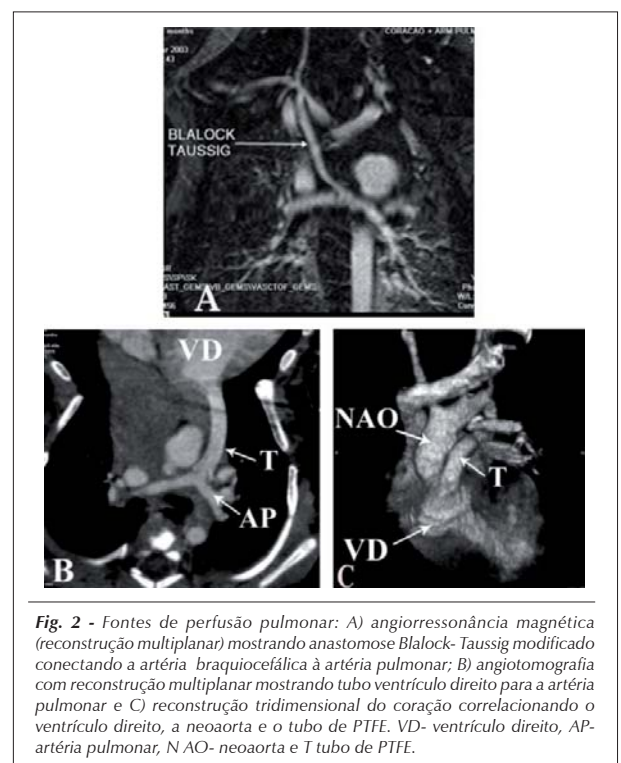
Fontes de perfusão pulmonar: A) angiorressonância magnética (reconstrução multiplanar) mostrando anastomose Blalock-Taussig modificando conectando a artéria braquiocéfálica à artéria pulmonar; B) angiogramia com reconstrução multiplanar mostrando tubo ventrículo direito para a artéria pulmonar e C) reconstrução tridimensional do coração correlacionando o ventrículo direito, a neo-aorta e o tubo de PTFE. VD- ventrículo direito, AP- artéria pulmonar, NAO- neo-aorta e T tubo de PTFE.
